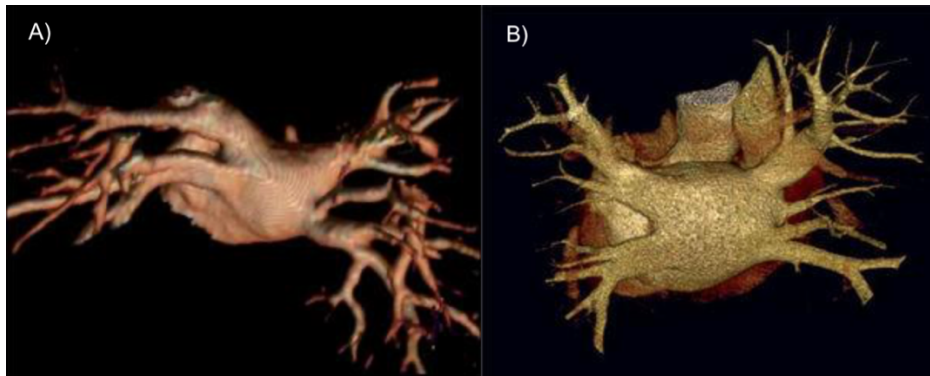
A) Venas pulmonares visualizadas mediante resonancia magnética. B) Venas pulmonares visualizadas mediante tomografía computarizada en reconstrucción tipo *volumen rendering*.⁴⁵
